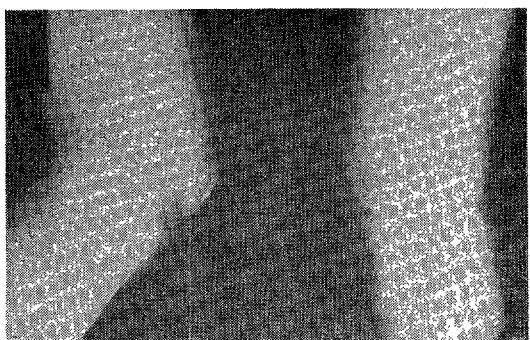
X-ray of knee. Ossification center of fibula was not closed.
